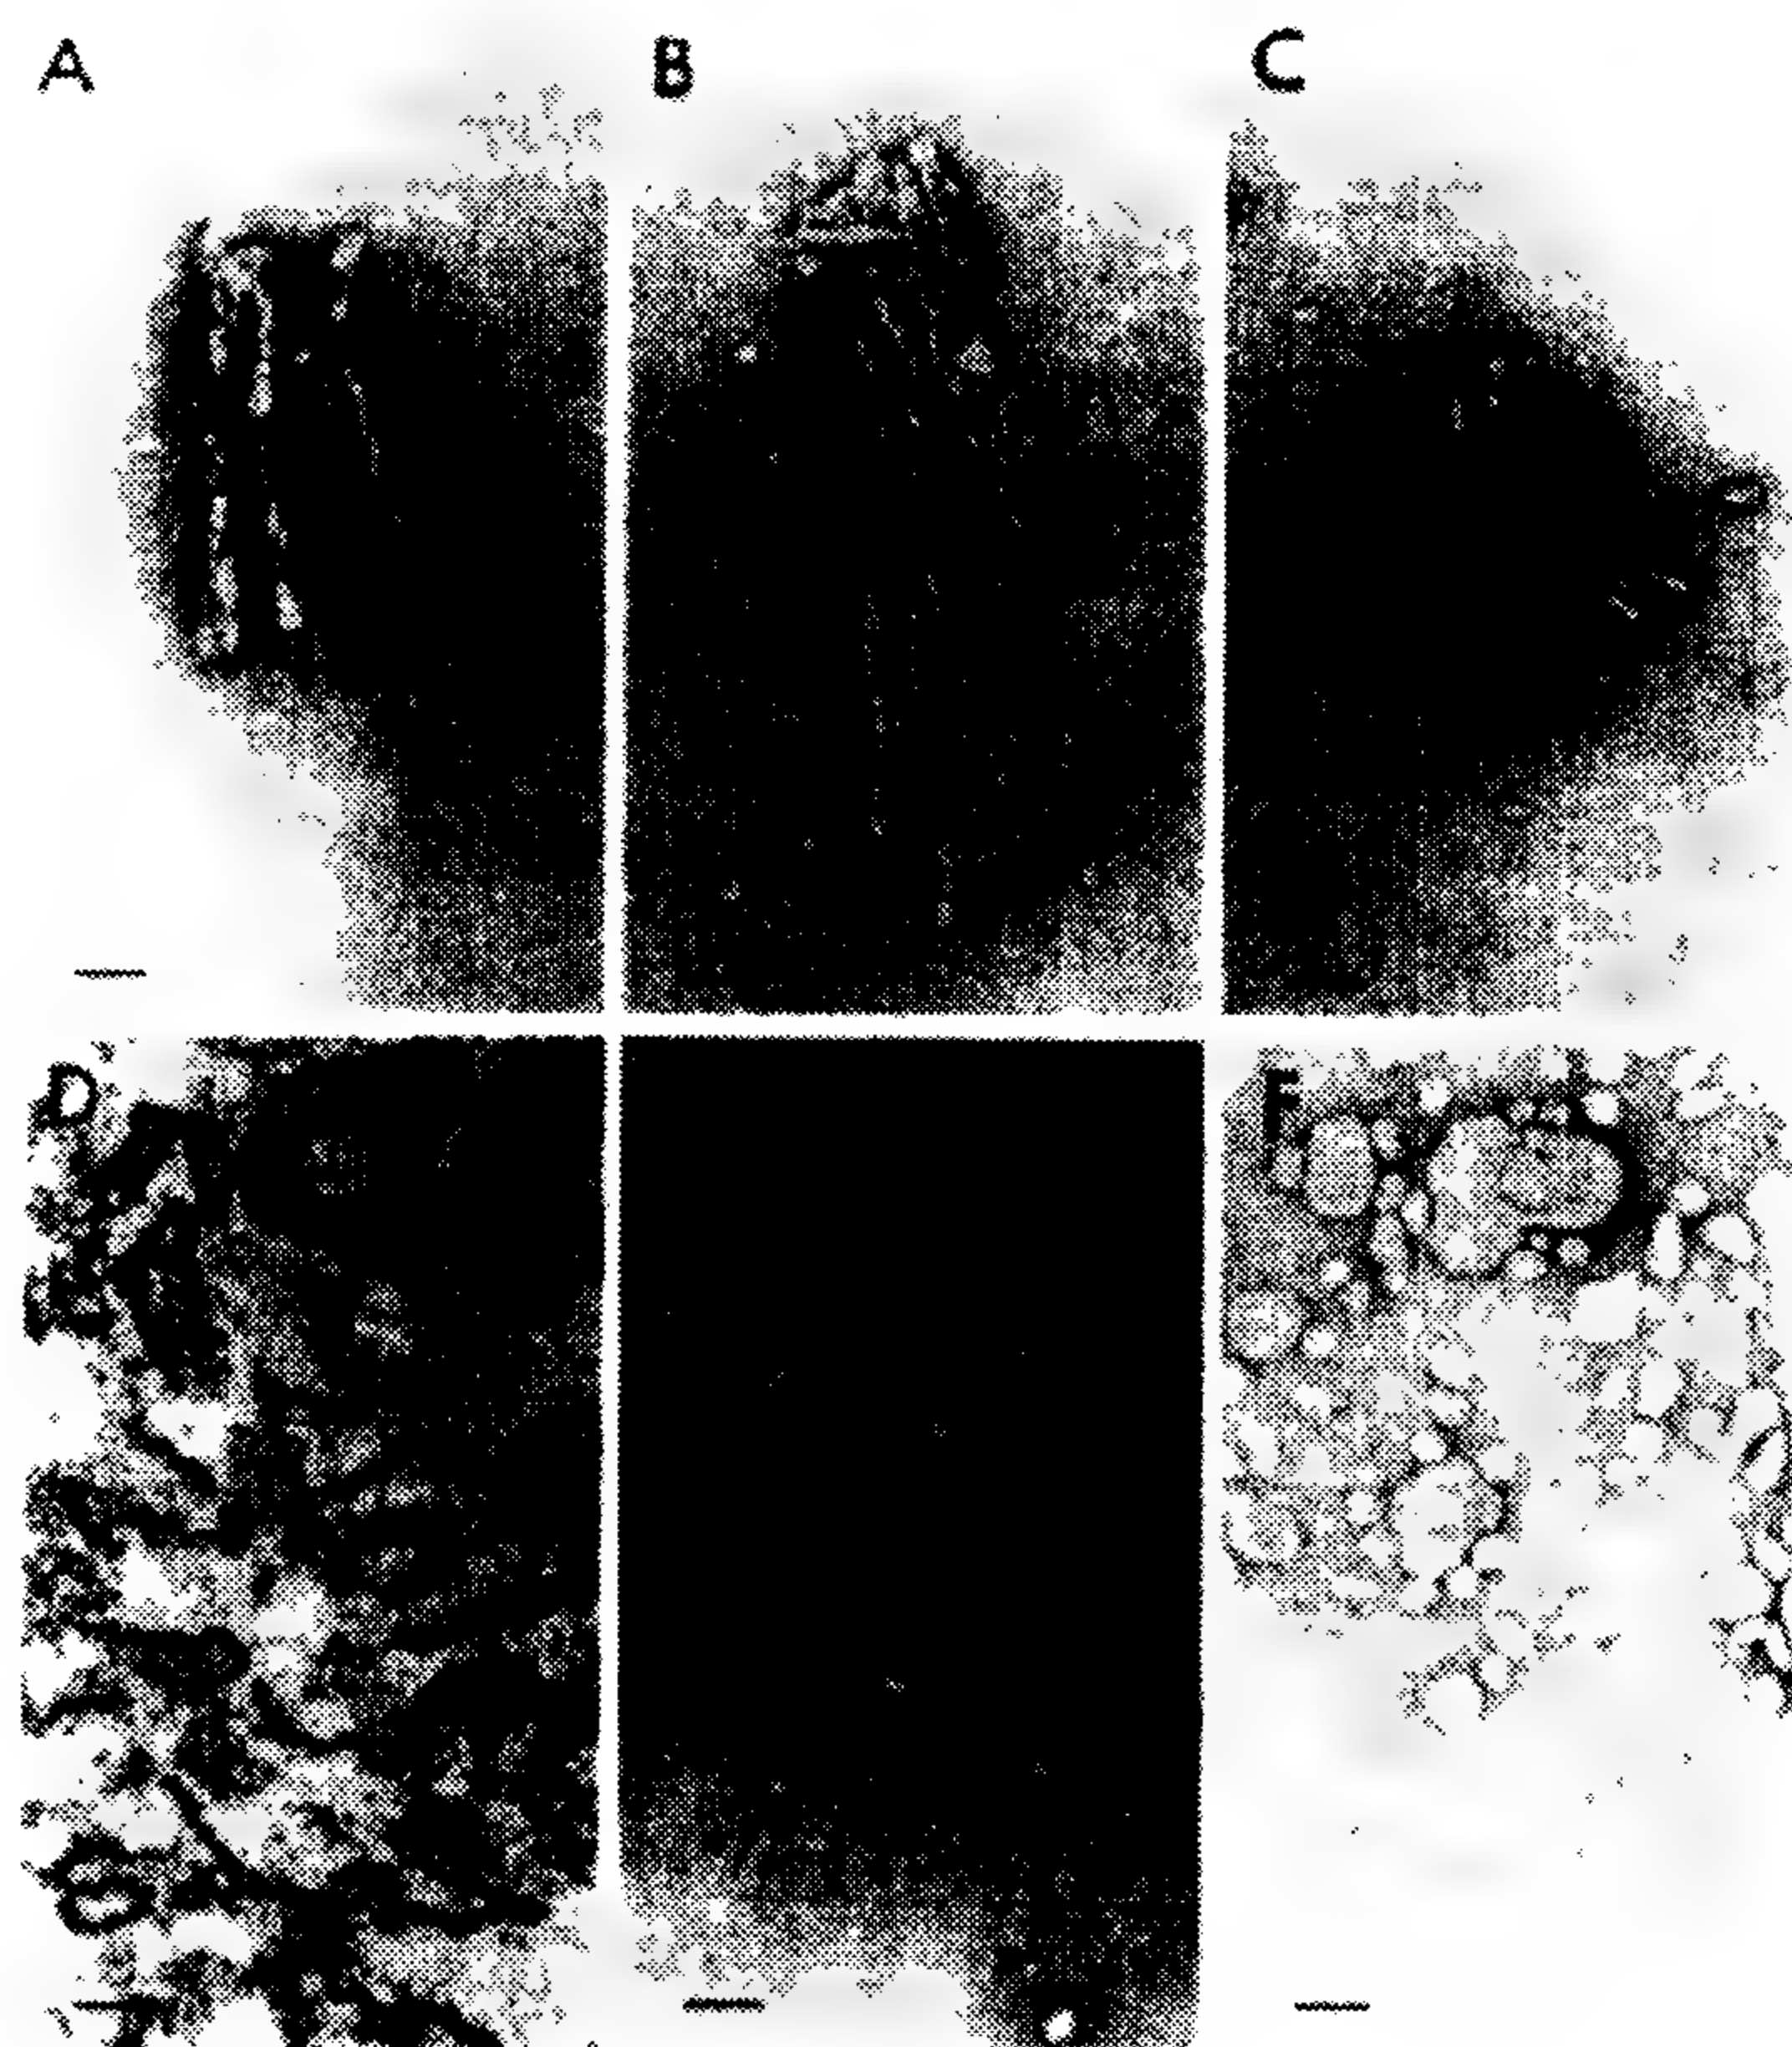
仓鼠瘙痒症和人CJD蛋白粒子多种同工型的超微结构。A. 去垢剂提取瘙痒症感染脑细胞膜产生的纯化的蛋白粒子淀粉样杆状物。B. 和C. 病人纯化的人CJD蛋白粒子杆状物, 一个病人开始评估为小脑综合征, 后有深度的痴呆症(B), 另一个病人开始评估为典型的快速进行性痴呆疾病(C)。D. 含有蛋白粒子的微粒体膜。E. 杆状物进一步超声处理、蔗糖梯度沉降法分离出的蛋白粒子球形颗粒。F. 传染性的蛋白粒子脂质体, 所有的结构用双氧铀甲酸盐负染, 在80keV下用JEOL100B电子显微镜观察。尺标=50nm。
